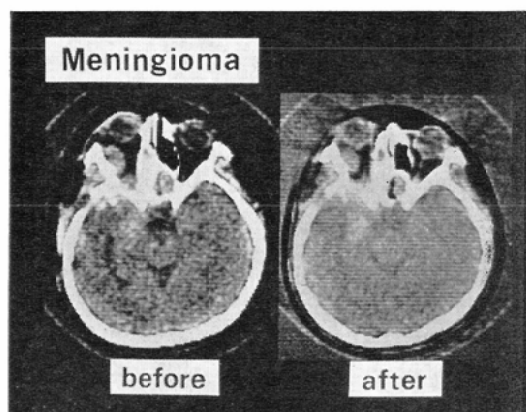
Left sphenoidal ridge meningioma recurrence in 35-year-old female. CT scan taken before postoperative irradiation shows an enhanced tumor mass invading into the left orbit, ethmoid and sphenoid sinuses, temporal fossa, and temporal lobe. CT scan after irradiation (5100 rad) shows no apparent regression of the tumor.
